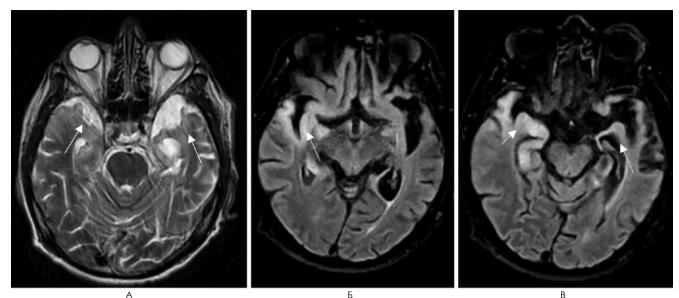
МРТ пациента Т. Аксиальные Т2- (A), Т2-FLAIR (Б), (В) МР-последовательности выявляют двухсторонние участки гиперинтенсивного сигнала от медиобазальных отделов обеих височных долей (стрелки) с признаками атрофии височного полюса, гиппокампа с двух сторон, более выраженно слева
